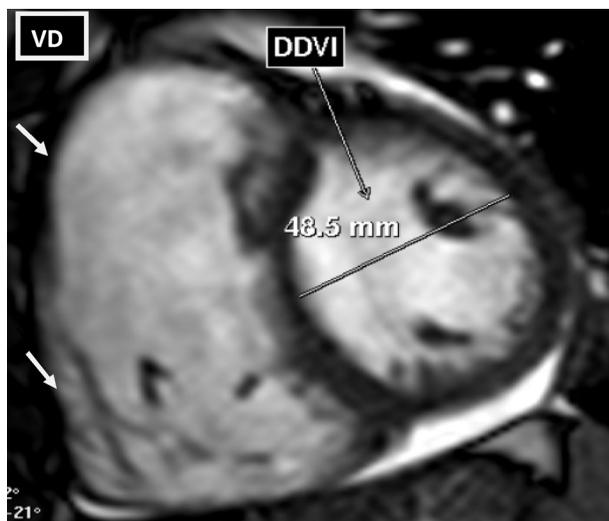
Resonancia magnética nuclear cardíaca. Secuencia sangre blanca. Corte sagital. Dilatación y adelgazamiento de la pared del ventrículo derecho. VD: Ventrículo derecho. DDVI: Diámetro diastólico del ventrículo izquierdo.
